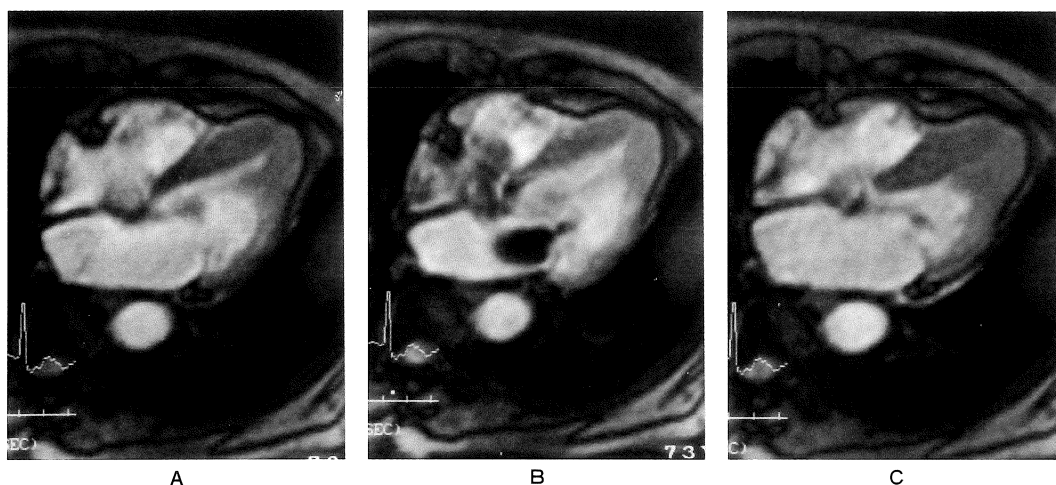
Apical hypertrophic cardiomyopathy. Cine MRI of horizontal long axis plane shows thickening of left ventricular apex. Note the flow void in left atrium due to mitral regurgitation.
